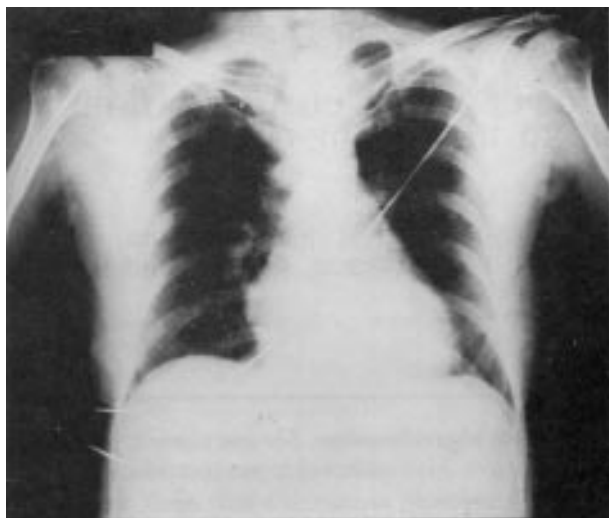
Radiografia do tórax realizada na admissão.
